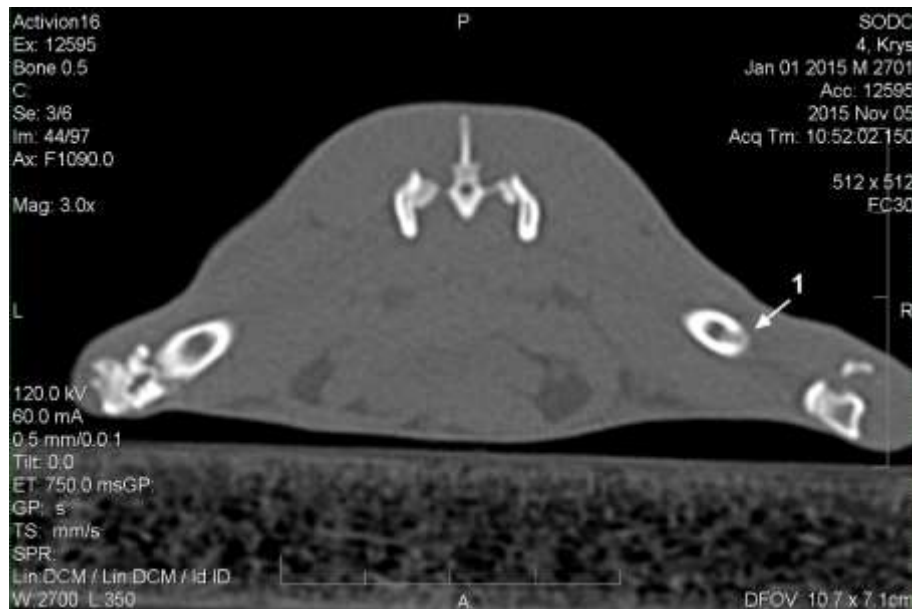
Комп'ютерна томограма стегнових кісток щура контрольної групи на 30-ту добу після нанесення дефекту. Дефект правої стегнової кістки заповнений регенератом (1), який за щільністю менший, ніж прилегла до нього материнська кістка.
